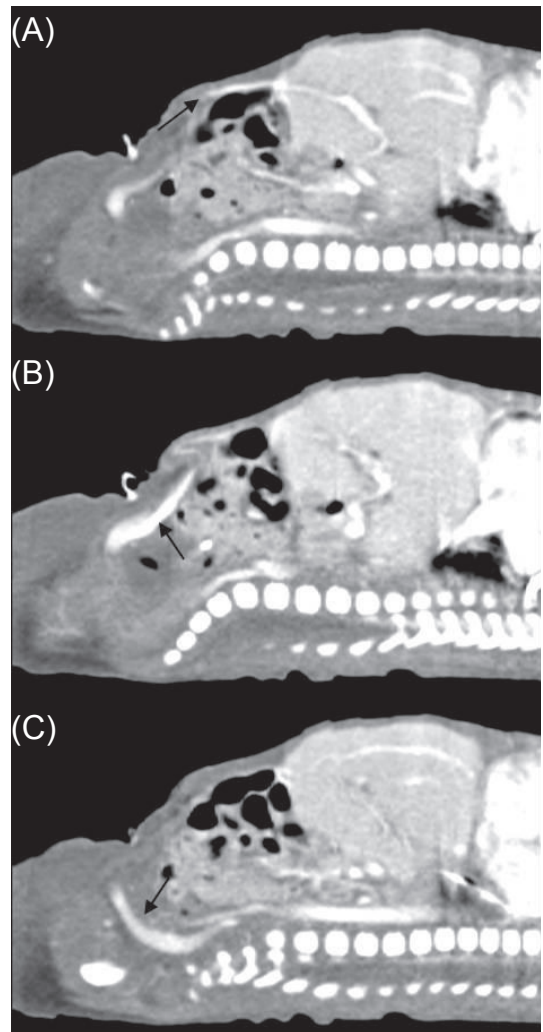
(A-C) Portosystemic shunt pathway (arrow) detected in abdomen CT images. Blood flow from the portal vein drains to the left internal iliac vein through patent umbilical vein branches, which are bifurcated below umbilicus.
